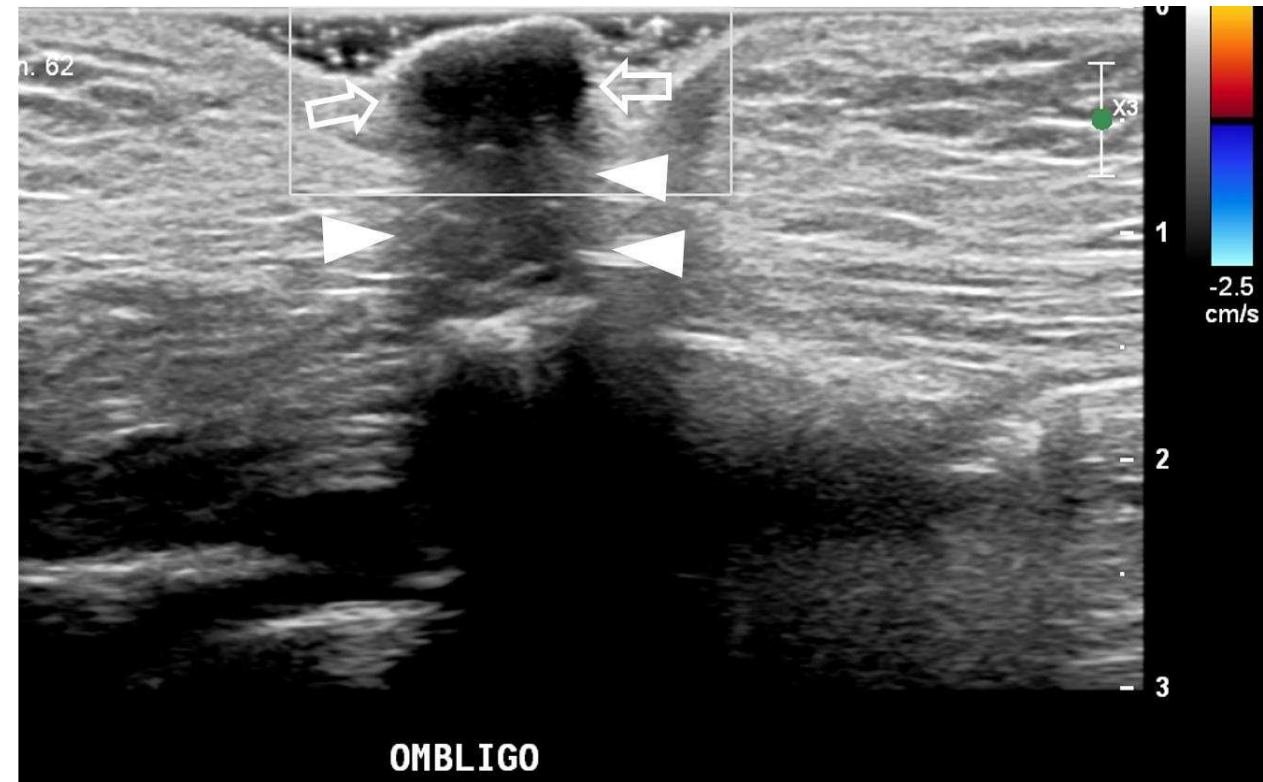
Endometriosis umbilical. Mujer de 42 años. Dolor y tumefacción cíclicos en el ombligo. En ecografía en modo B (izquierda) y eco Doppler (derecha) se aprecia un nódulo umbilical lobulado (flechas huecas) en el que no se demuestra vascularización, con mala transmisión del ultrasonido (cabezas de flecha). Se demostró endometriosis tras resección.
